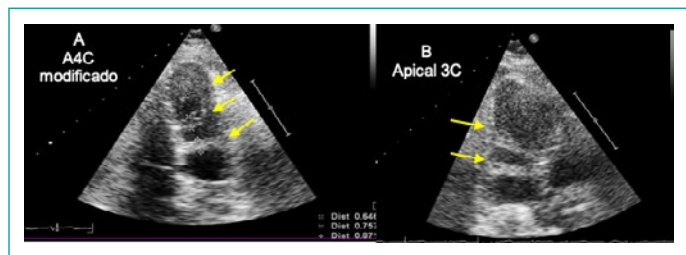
Ecocardiograma transtorácico. A. Proyección apical 4 cámaras. B. Proyección Proyección apical 2 cámaras.
